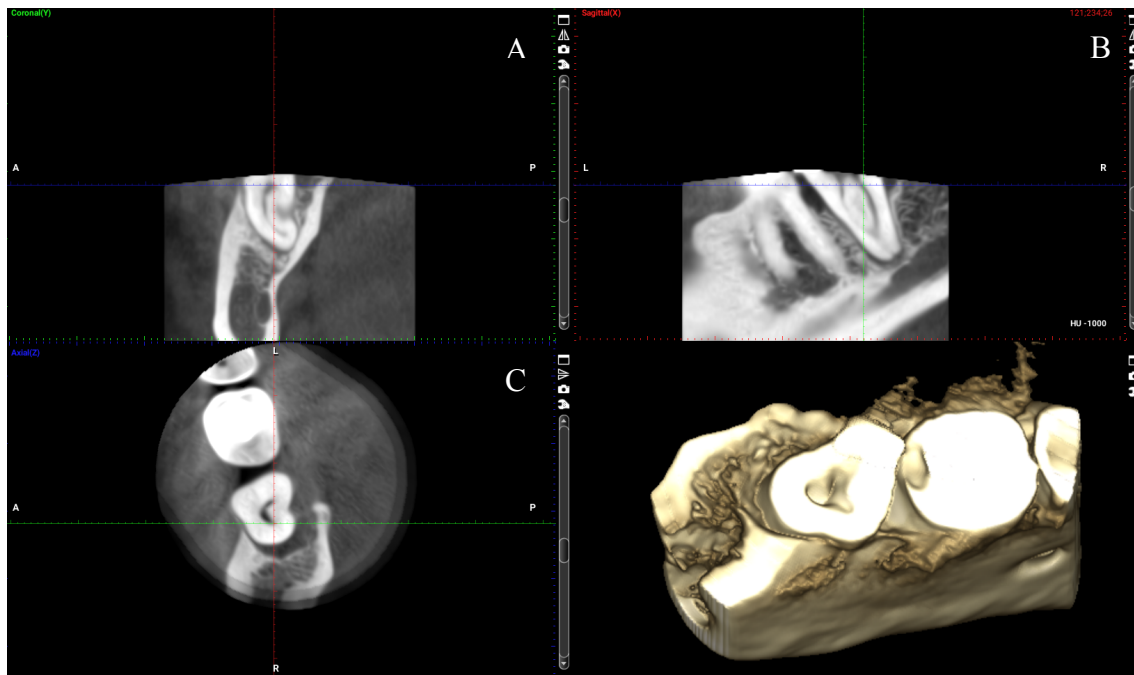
CBCT (A: corte coronal; B: corte sagital; C: corte axial, D: Imagem em 3D)
